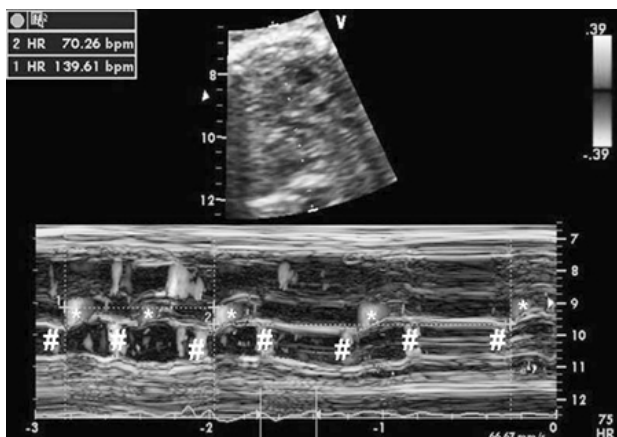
M-mode con color Doppler tra atrio sinistro e aorta. Si evidenzia la fase eiettiva aortica (*) e lo svuotamento atriale (#). In questo paziente si evidenziano due extrasistoli atriali bloccate. HR = frequenza cardiaca.
